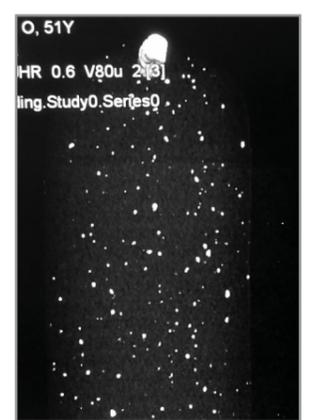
CT: Man erkennt kleinste weiße Knochensplitter und dunkle Fettinseln in der längs dargestellten Wurst (oben im Bild der typische Wurst-Zipfel-Metalclip).
